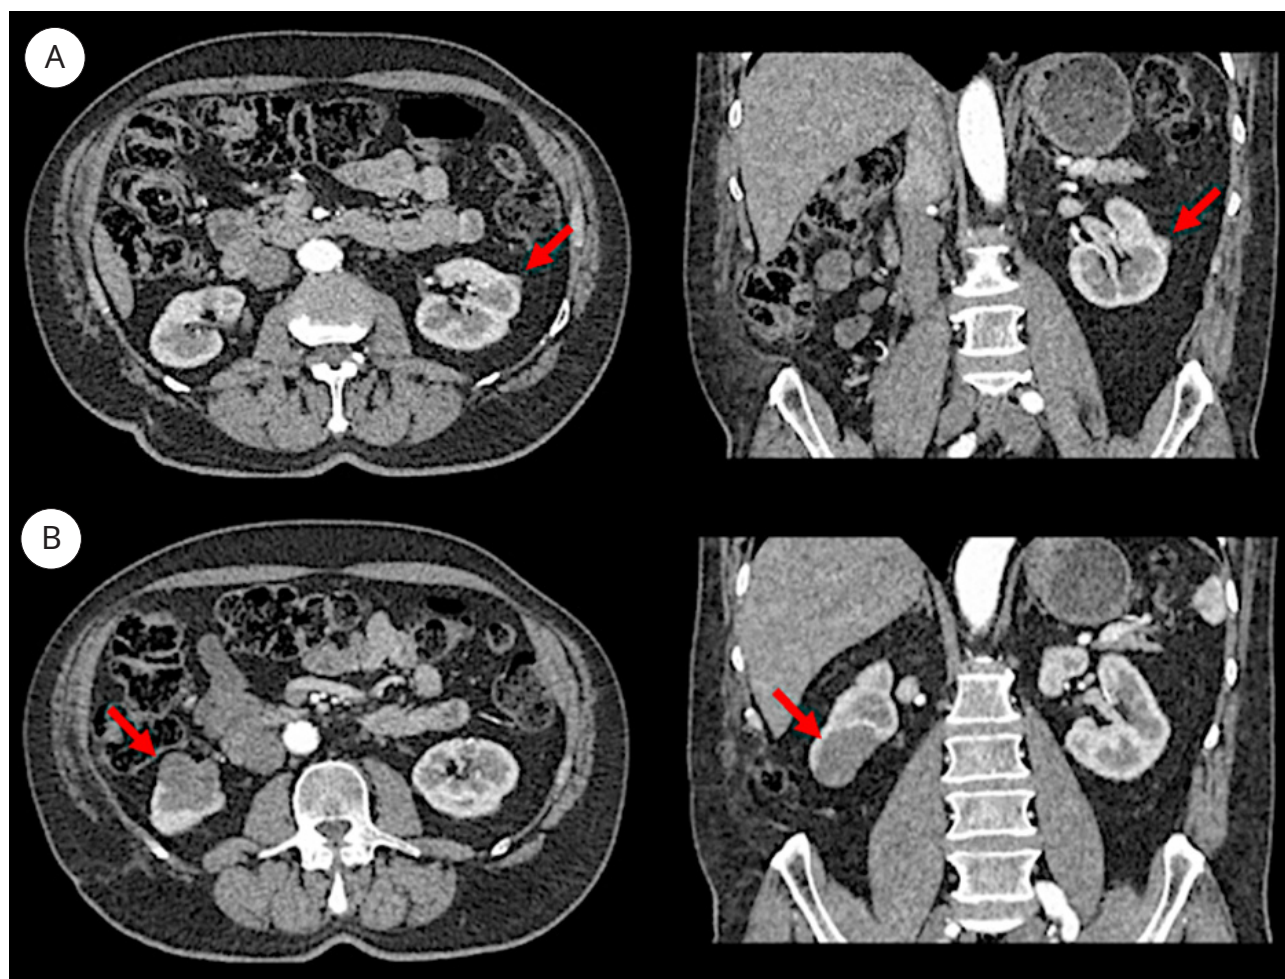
Компьютерная томография с внутривенным контрастированием перед выполнением оперативного вмешательства: А — опухоль левой почки; В — опухоль правой почки
